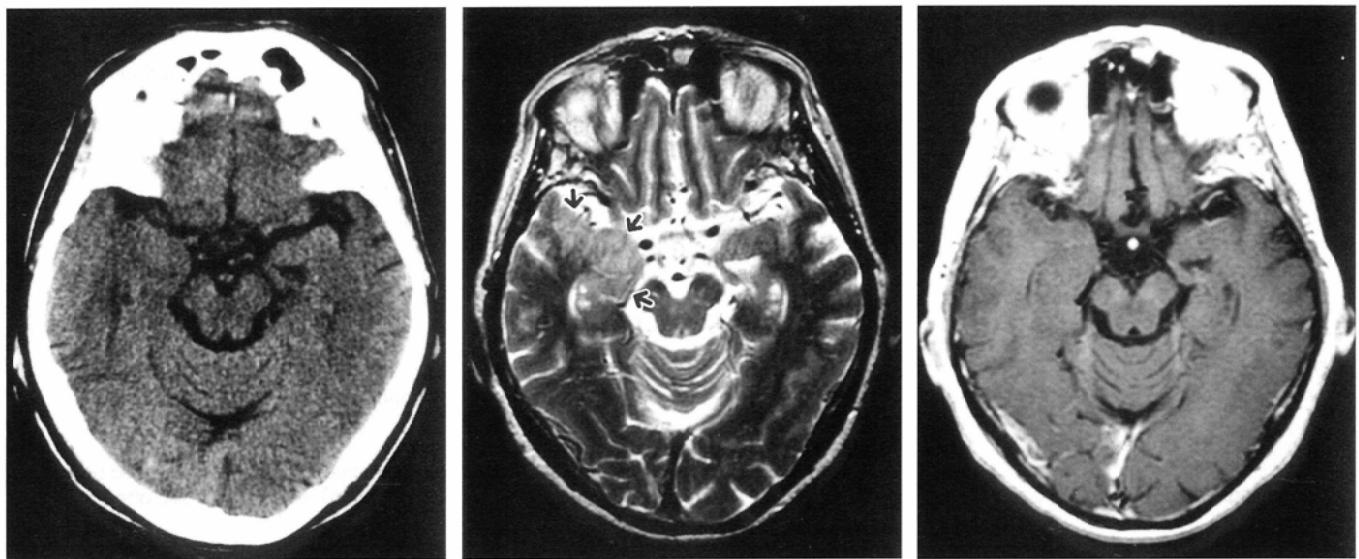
Axial precontrast CT (A), T2-weighted MR (B), and postcontrast T1-weighted images (C) in a 71-year-old woman with gangliocytoma. The tumor locates in the anterior and medial side of the temporal lobe including the hippocampus (arrows). The tumor does not enhance on postcontrast T1-weighted image.
